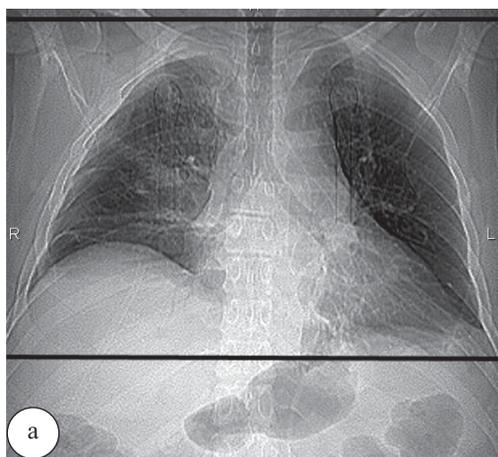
Компьютерные томограммы: а – прямая топограмма, по которой выполнена разметка зоны сканирования; б – боковая топограмма, на которой выполнена разметка зоны сканирования
